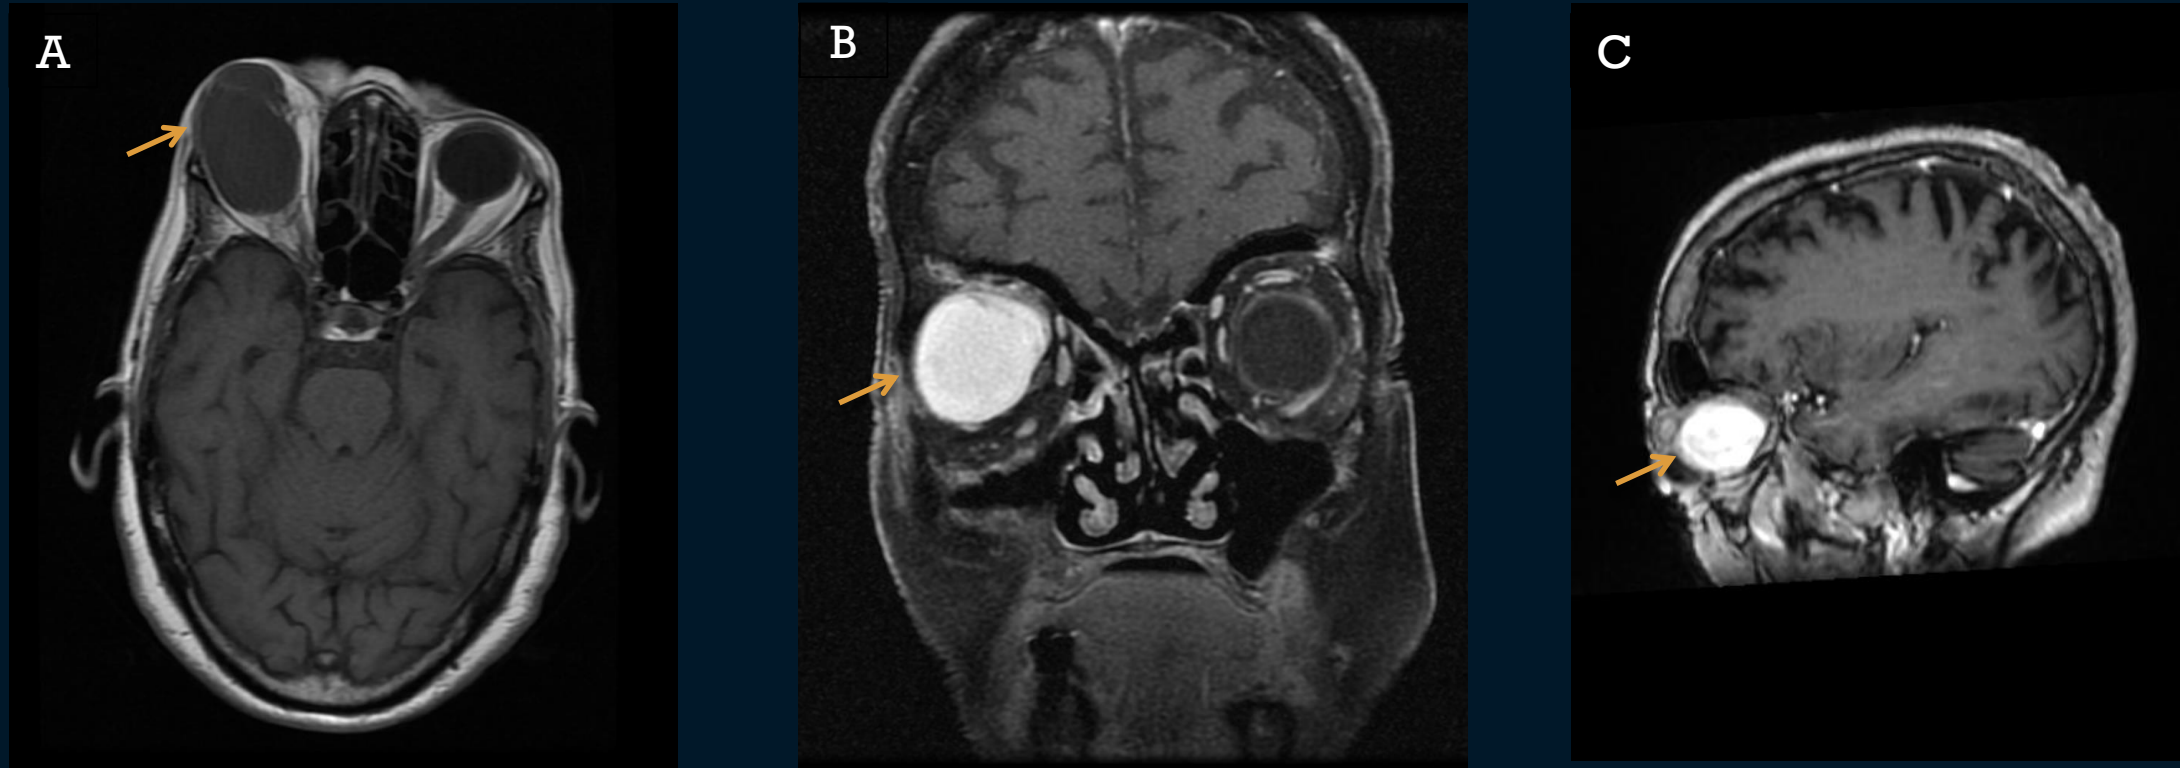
RM DE CRÂNIO E ÓRBITAS DE LIPOSSARCOMA
